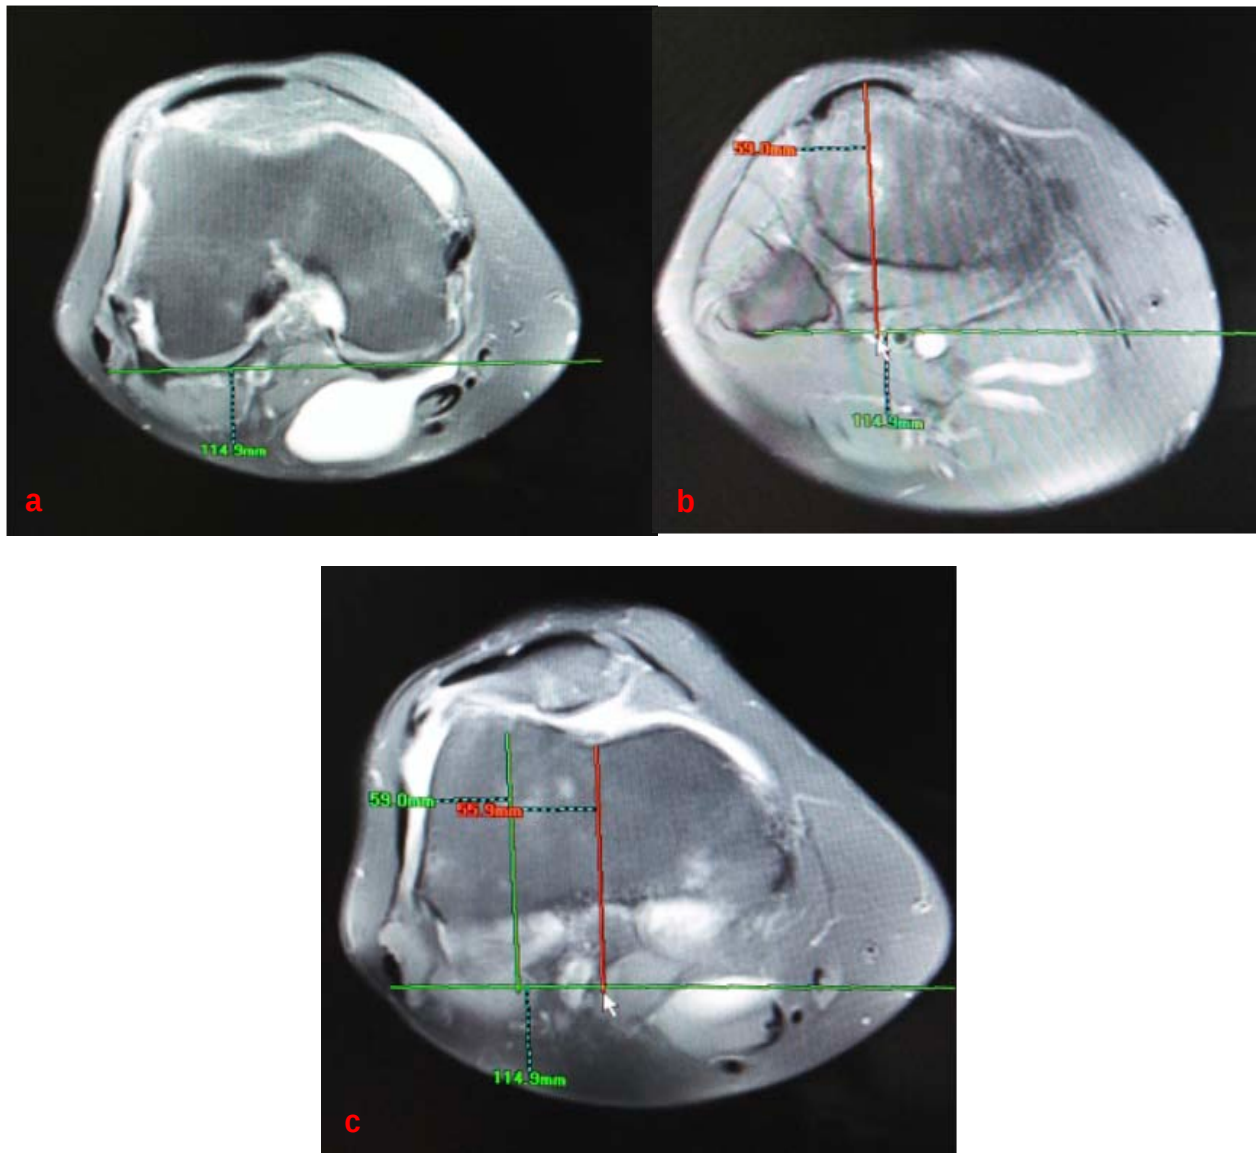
IRM du genou en coupe axiale
